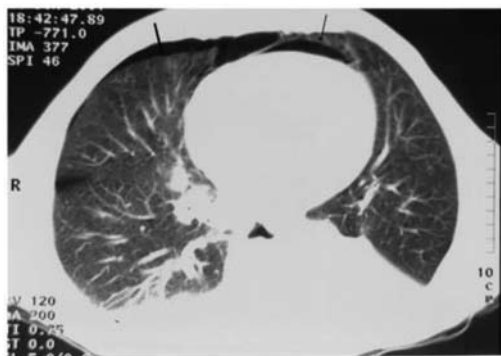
Scansione TC del torace con riscontro di pneumotorace destro e pneumomediastino.
